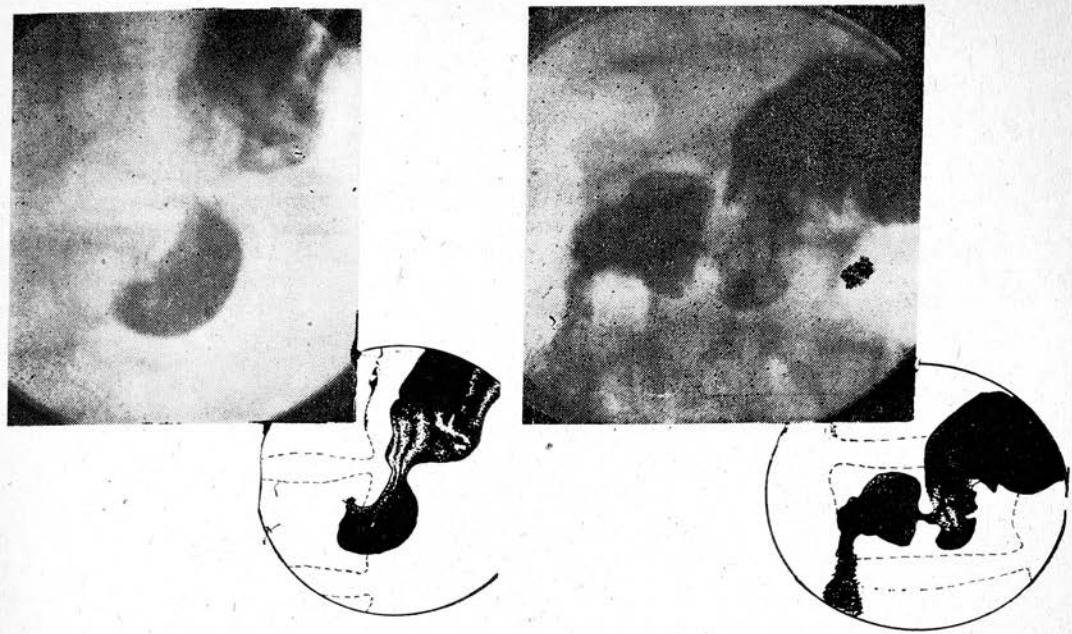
2. Рентгенограммы больного С., 50 лет.
